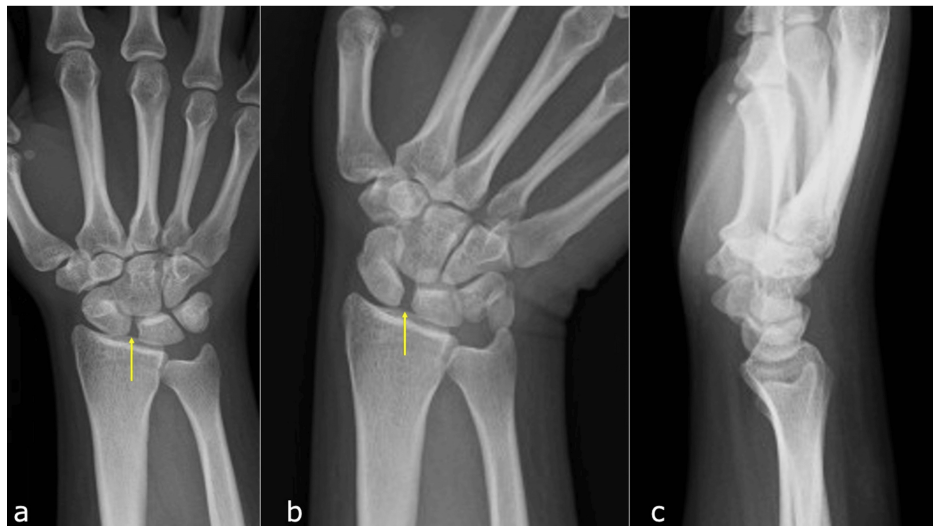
Initial X-ray at hospital admission.
